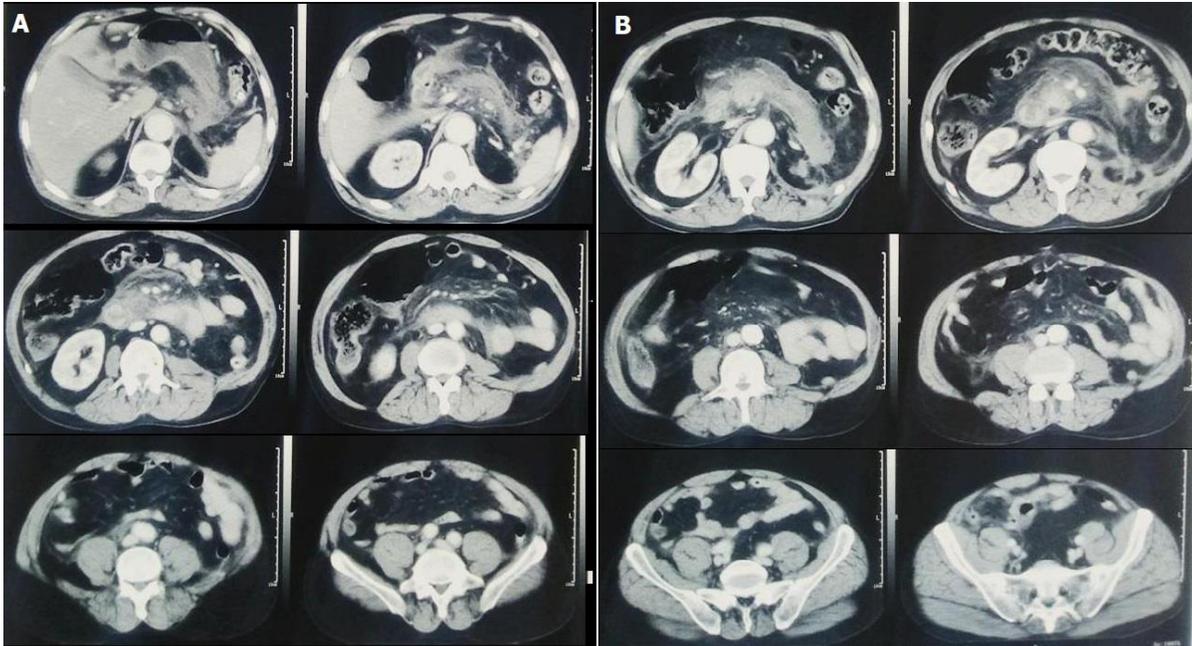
(A, B) image de TDM abdominale
